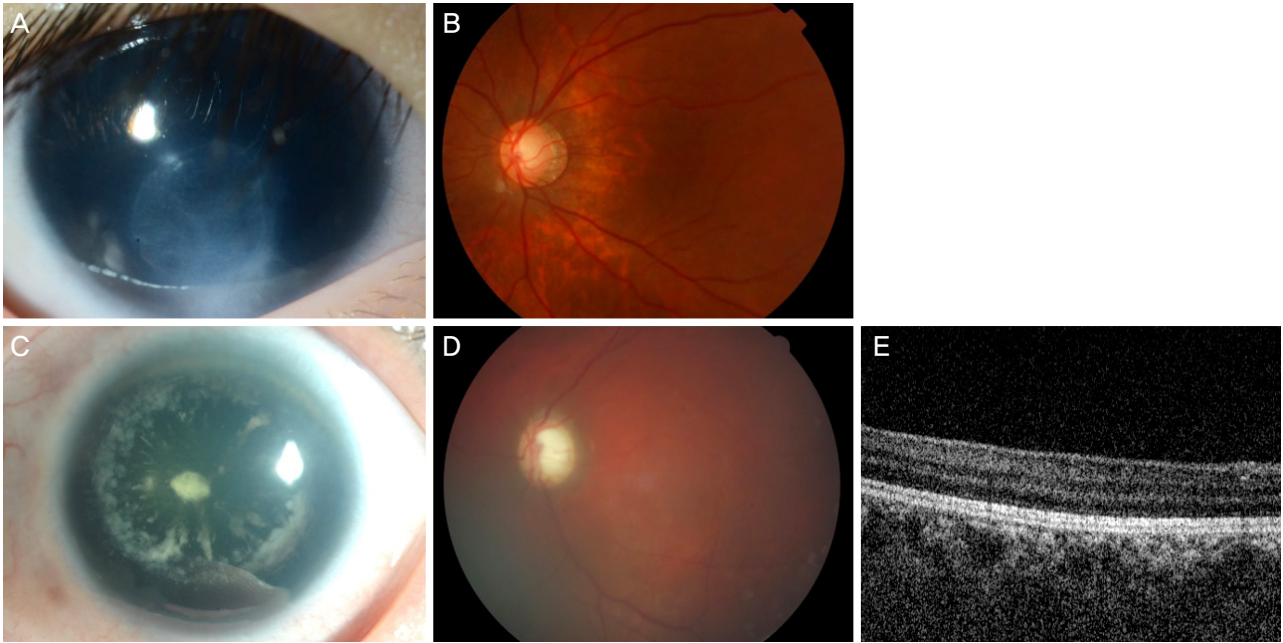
Familial patients with missense mutation of *PAX6*. (A, B) Case 8A. (A) Anterior segment image showing moderate degree of iris hypoplasia, peripheral corneal opacity and cataract. (B) Fundus image showing moderate degree of foveal hypoplasia. (C-E) Case 8B (mother of 8A). (C) Anterior segment image showing mild degree of iris hypoplasia and cataract, but no definite corneal opacity. (D) Fundus image showing moderate degree of foveal hypoplasia. (E) Optical coherence tomography also showing flat foveal contour.
